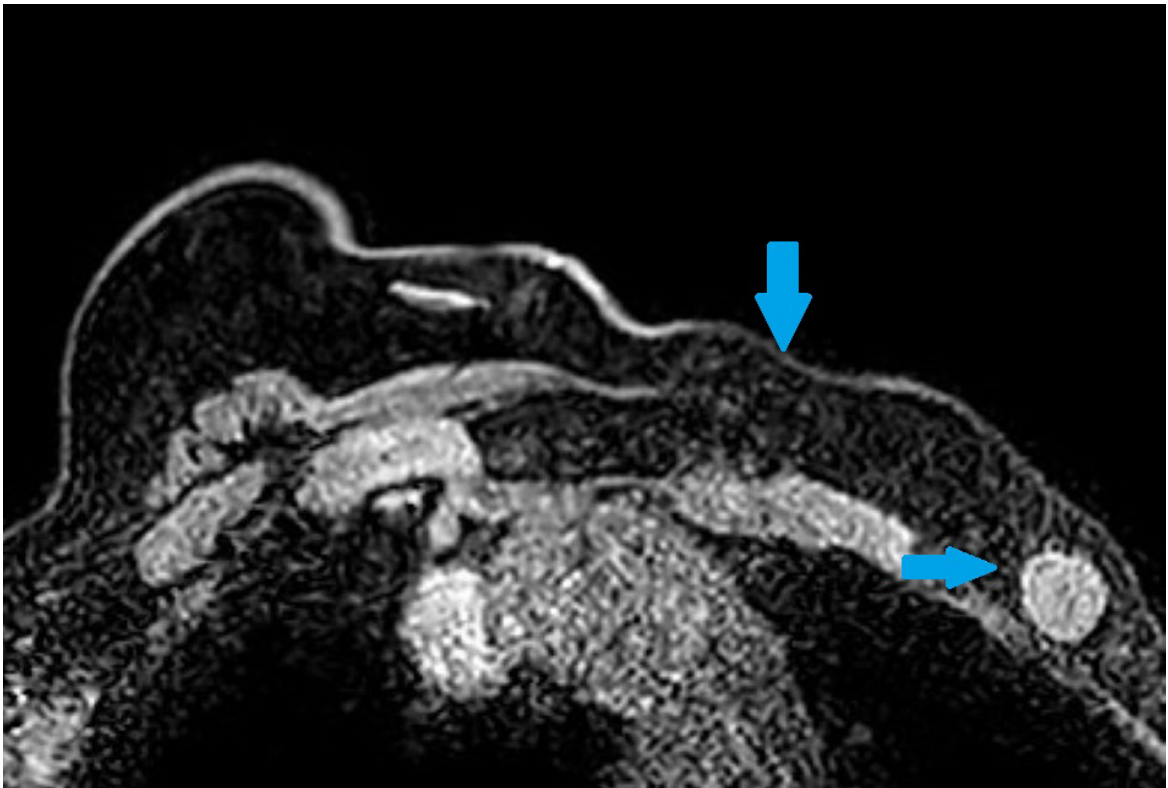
MRI image of chest wall deformity and axillary metastatic lymph node.
